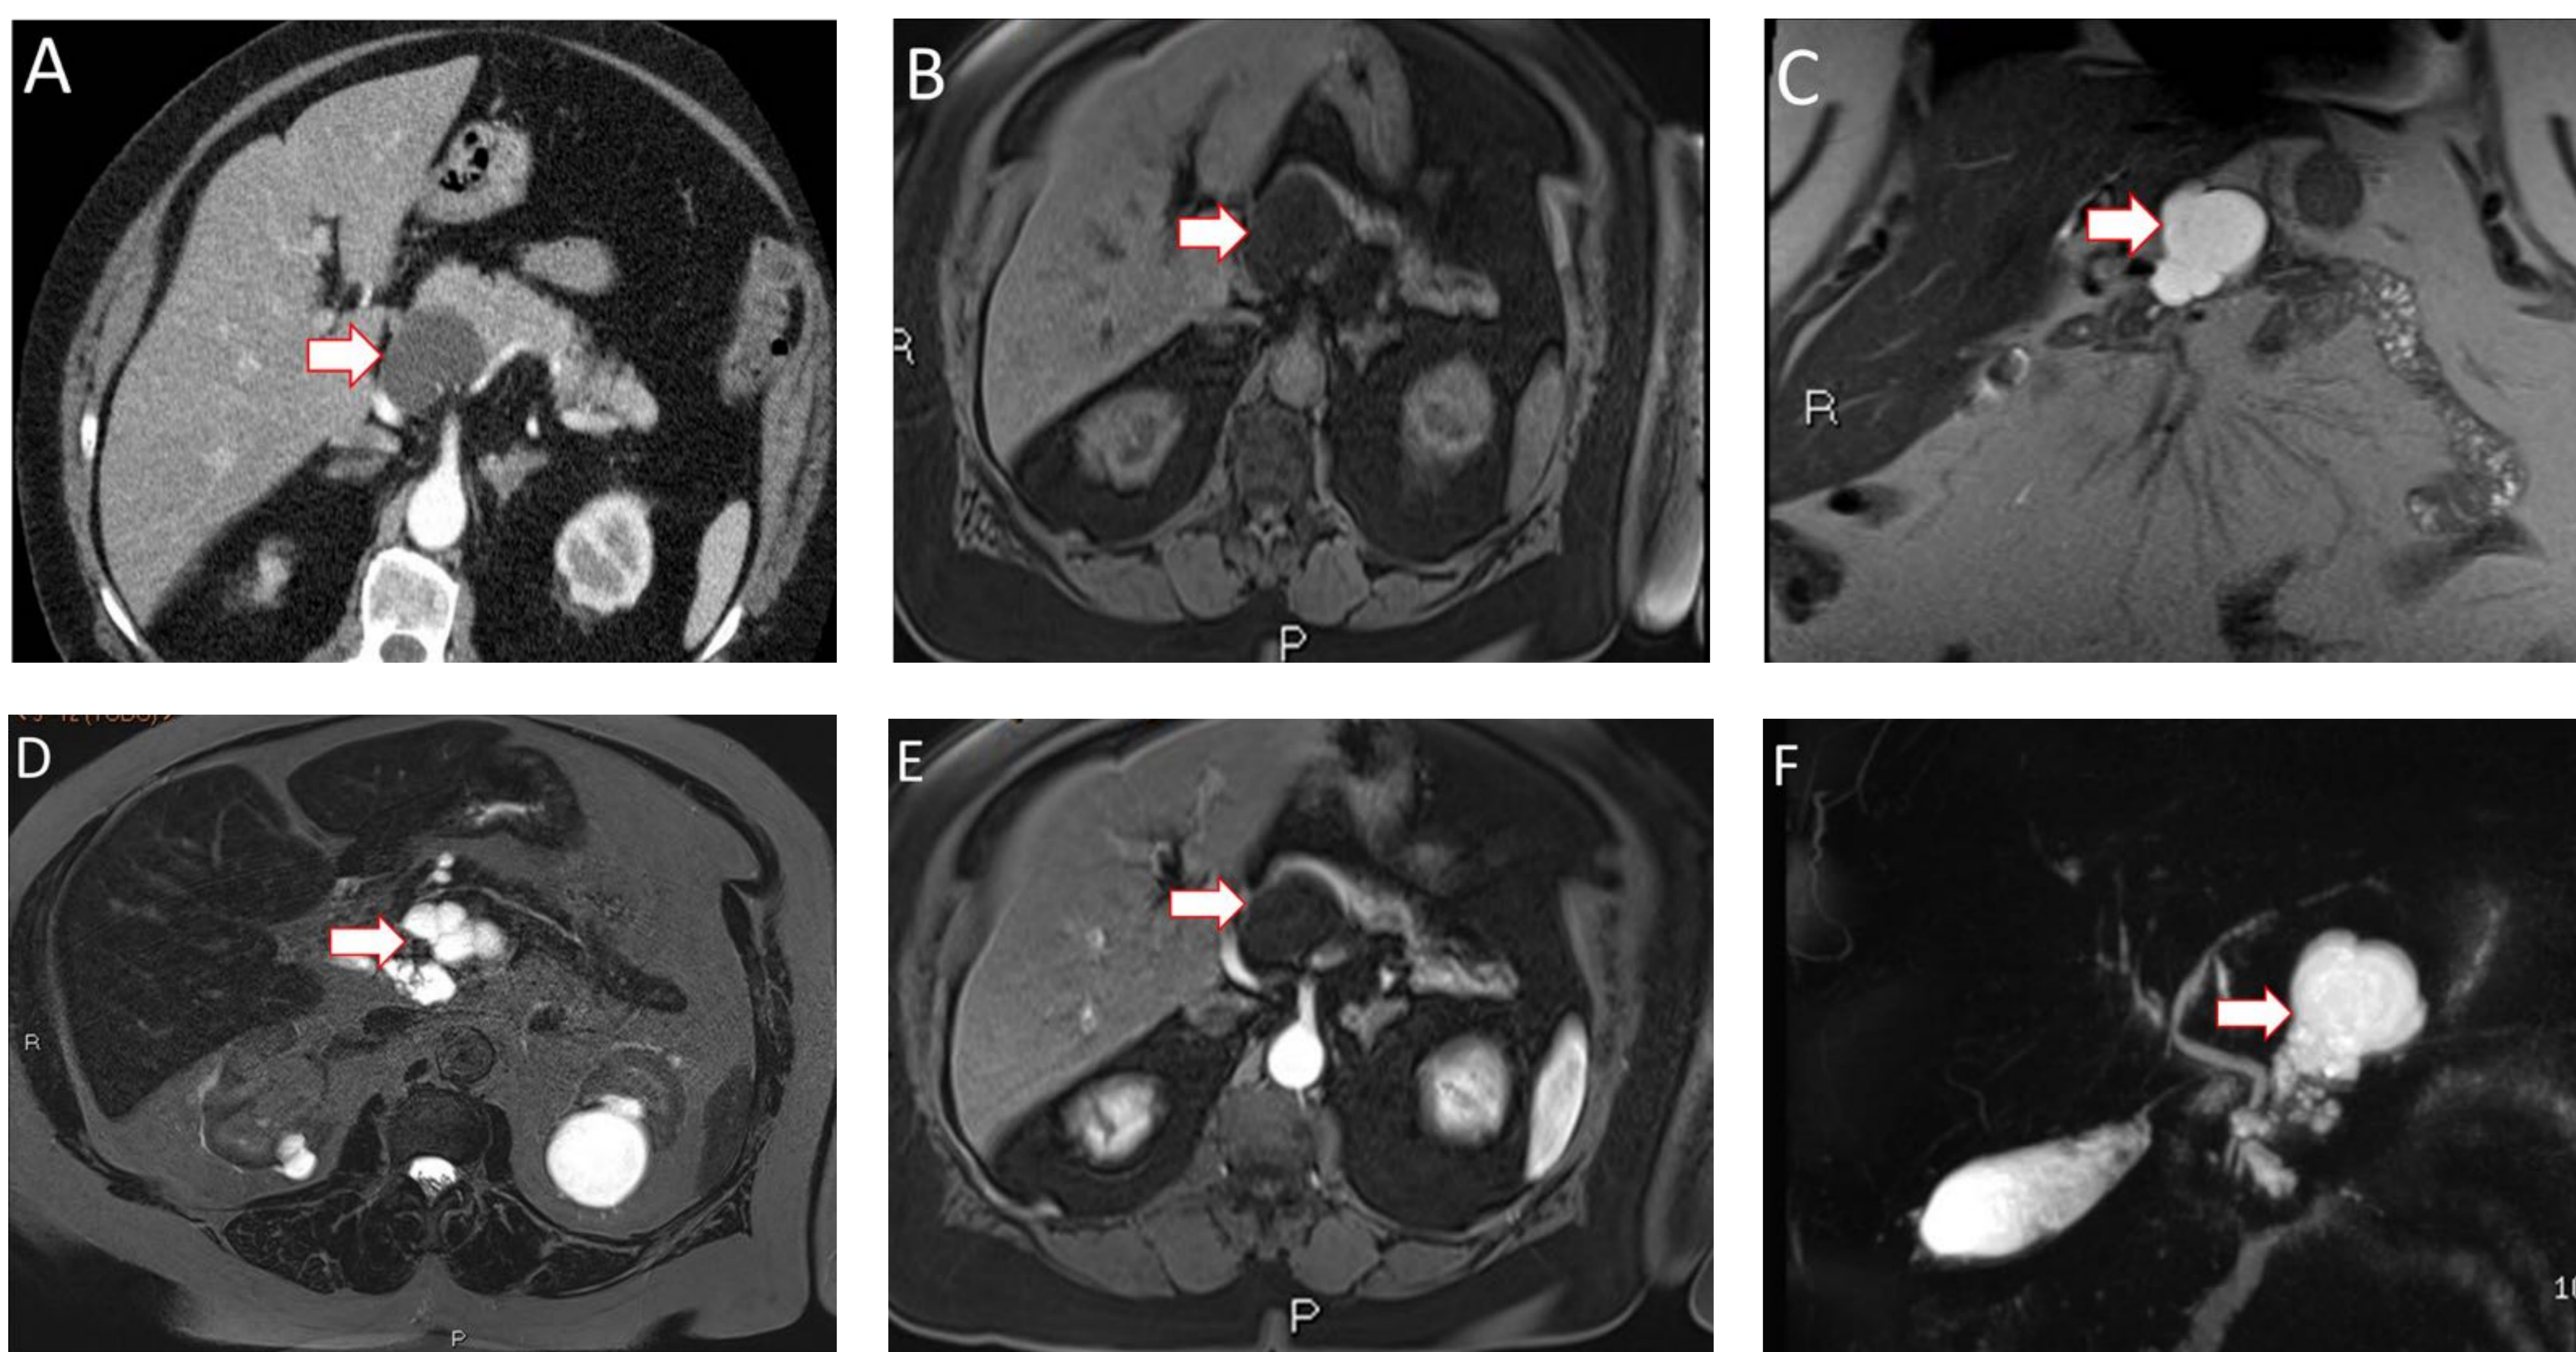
Cistoadenoma seroso en cabeza pancreática. A) TCMC con CIV. B) RM secuencia T1. C) y D) RM secuencias T2. E) RM secuencia postcontraste. F) Colangio-RM. Se aprecia lesión quística en cabeza pancreática (flechas), hipointensa en T1 e hiperintensa en T2, que se extiende a cuerpo uncinado. Presenta bordes bien definidos, algunos septos internos finos y varias formaciones quísticas de pequeño tamaño (flecha en figuras 1B y 1C).
